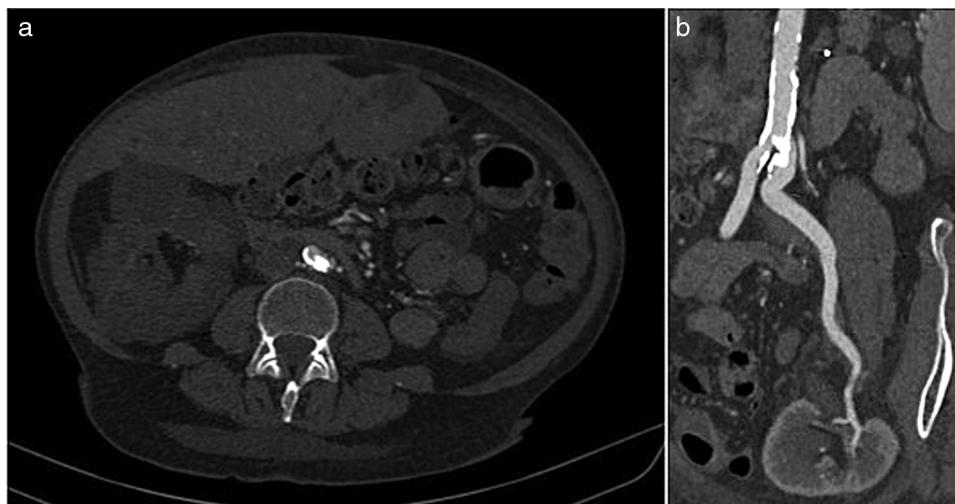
Angiotomografía computarizada. a. En el corte transversal se observa una lesión calcificada intraluminal en el origen de la arteria iliaca común izquierda. b. En la reconstrucción multiplanar se observa permeabilidad sin estenosis en la arteria renal del injerto trasplantado.
